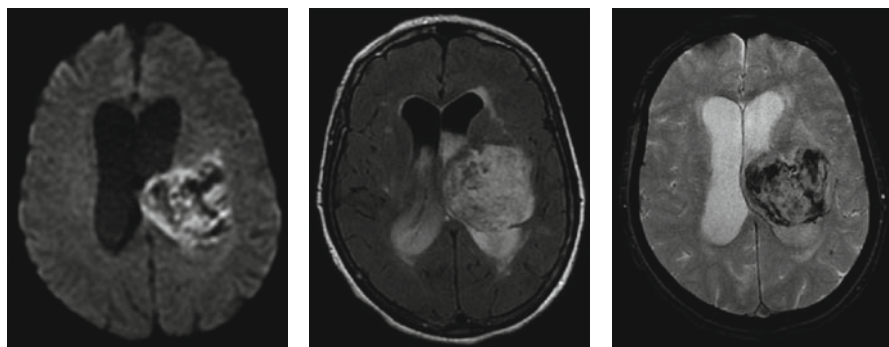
Suspicion d'AVC ischémique aigu en raison de l'apparition brutale d'un déficit hémicorporel droit. La diffusion montre un syndrome de masse hétérogène (à gauche), la séquence FLAIR retrouve un processus expansif très nettement en hypersignal, associé à une hémorragie intraventriculaire (au centre). La séquence pondérée en T2 écho de gradient confirme le diagnostic d'hématome parenchymateux devant la présence d'artéfacts de susceptibilité magnétique sous la forme d'hyposignaux au sein de la lésion (à droite).
